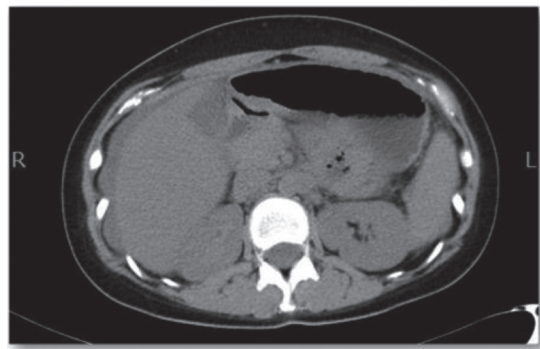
第3病日に施行した腹部単純CT 肝表面に達する腹水の増量を認める
